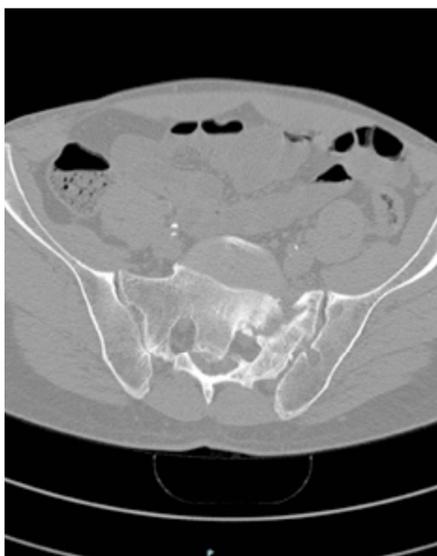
CT gestützte PRP-Injektion Sakrum-Pseudarthrose
